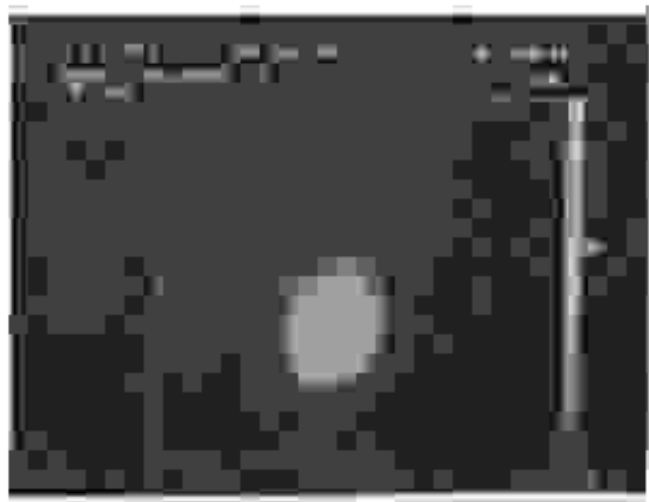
Tireotossicosi in soggetto con morbo di Graves-Basedow insorto in lobo unico congenito. La diagnosi differenziale con un adenoma tossico occupante tutto un lobo e inibente totalmente l'altro lobo si basa sull'assenza di parenchima inibito dimostrabile con ecografia e con eventuali prove farmacologiche associate alla scintigrafia ($^{99m}\text{TcO}_4^-$).
